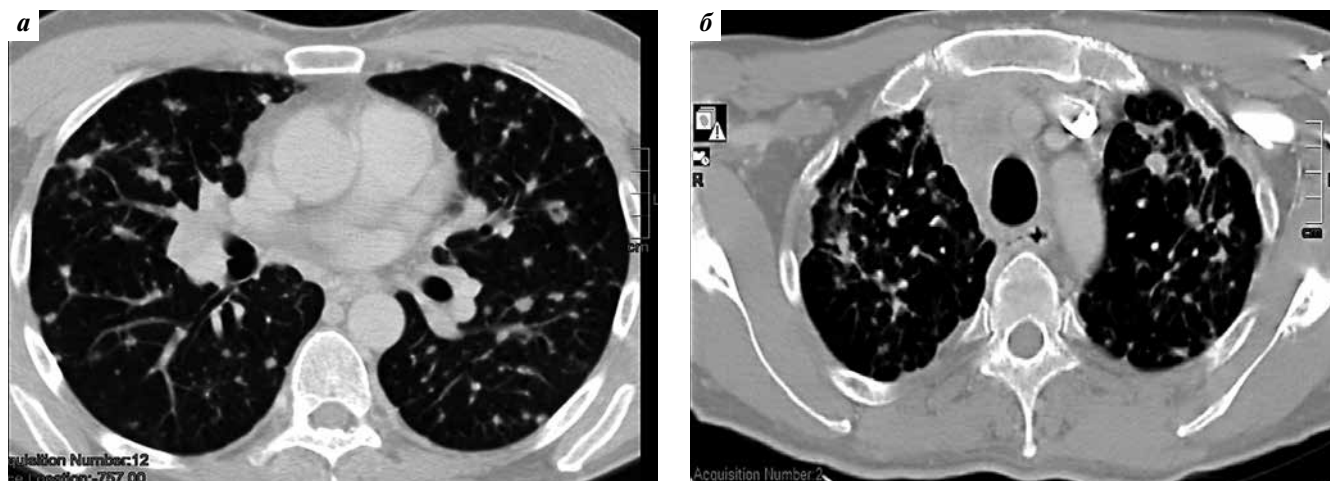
Компьютерная томография органов грудной клетки пациента Е.: а — от 14.01.2016; б — от 11.01.2018 (отмечается бурное прогрессирование процесса)
